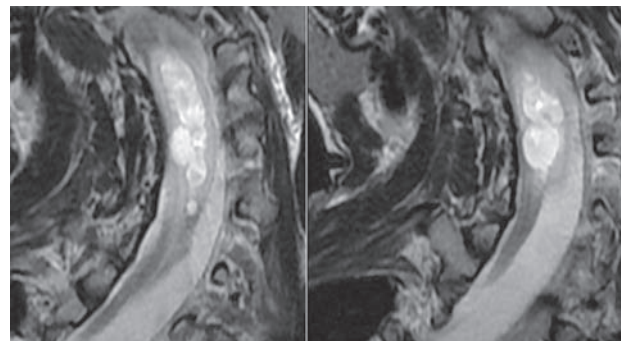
МРТ (серия фронтальных срезов). На фоне сколиоза IV степени визуализируется баллонообразно «раздутый» кистой сирингомиелии спинной мозг
